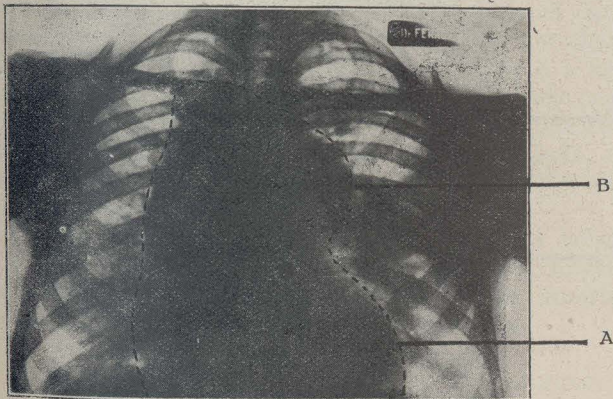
a.—Radiografía en proyección anterior. Las dos sombras: la inferior cardíaca A. La superior de la gran bolsa aneurismática B.
